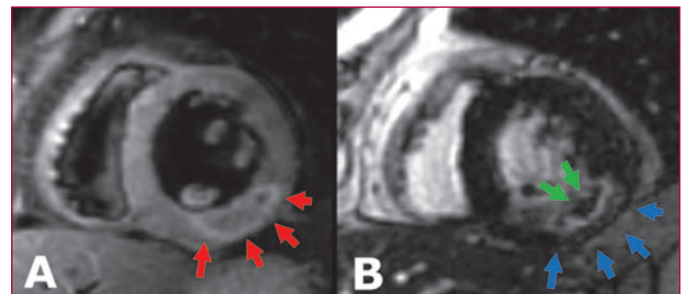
Resonancia magnética en el infarto agudo de miocardio. Los principales hallazgos que se puede encontrar son edema (zona más blanca del miocardio en A, flechas rojas), necrosis (zona blanca en el miocardio en B, flechas azules) y obstrucción microvascular (zona negra visible en el interior de la zona de necrosis en B, flechas verdes).
